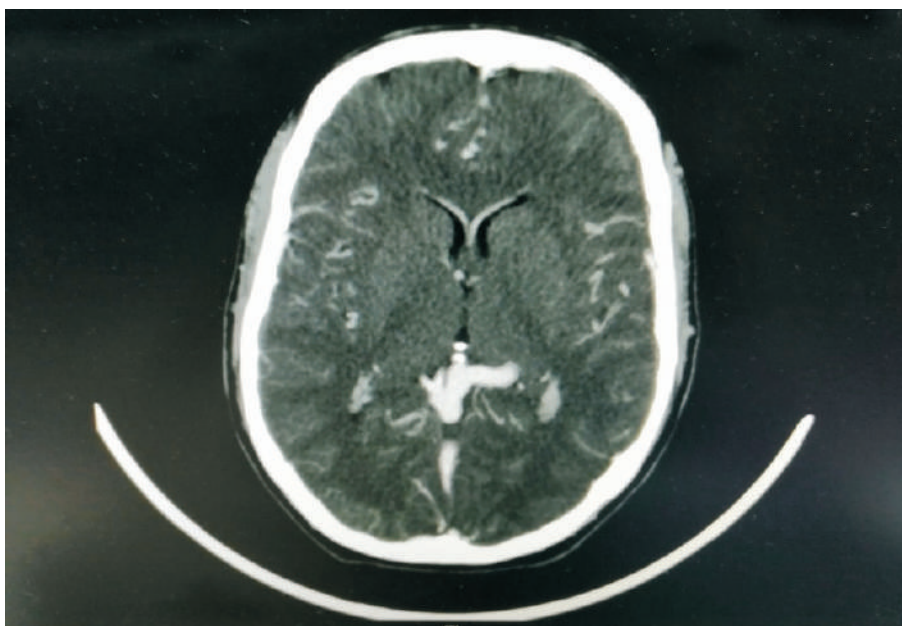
Corte axial TC cerebral donde se ve dilatación arterio-venosa.
